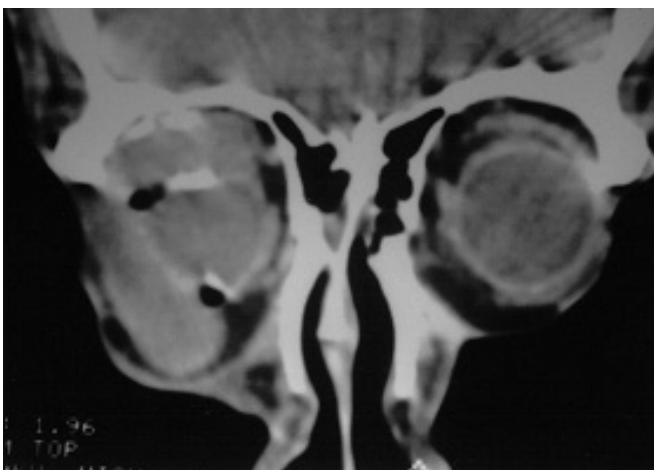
TC Corte coronal. Lesión superior bien delimitada de baja densidad.
